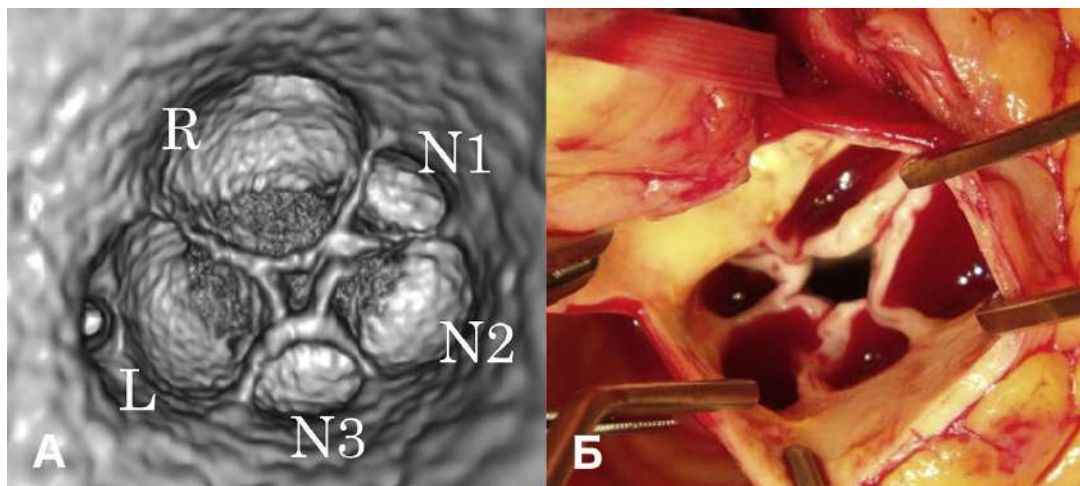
Пятистворчатый аортальный клапан при мультиспиральной компьютерной томографии с контрастированием в режиме виртуальной внутриаортальной эндоскопии (А) и интраоперационно (Б) (адаптировано из Н. Кугоки и соавт., 2012) [221]. R – правая коронарная створка; L – левая коронарная створка; N1-3 – некоронарные створки.
